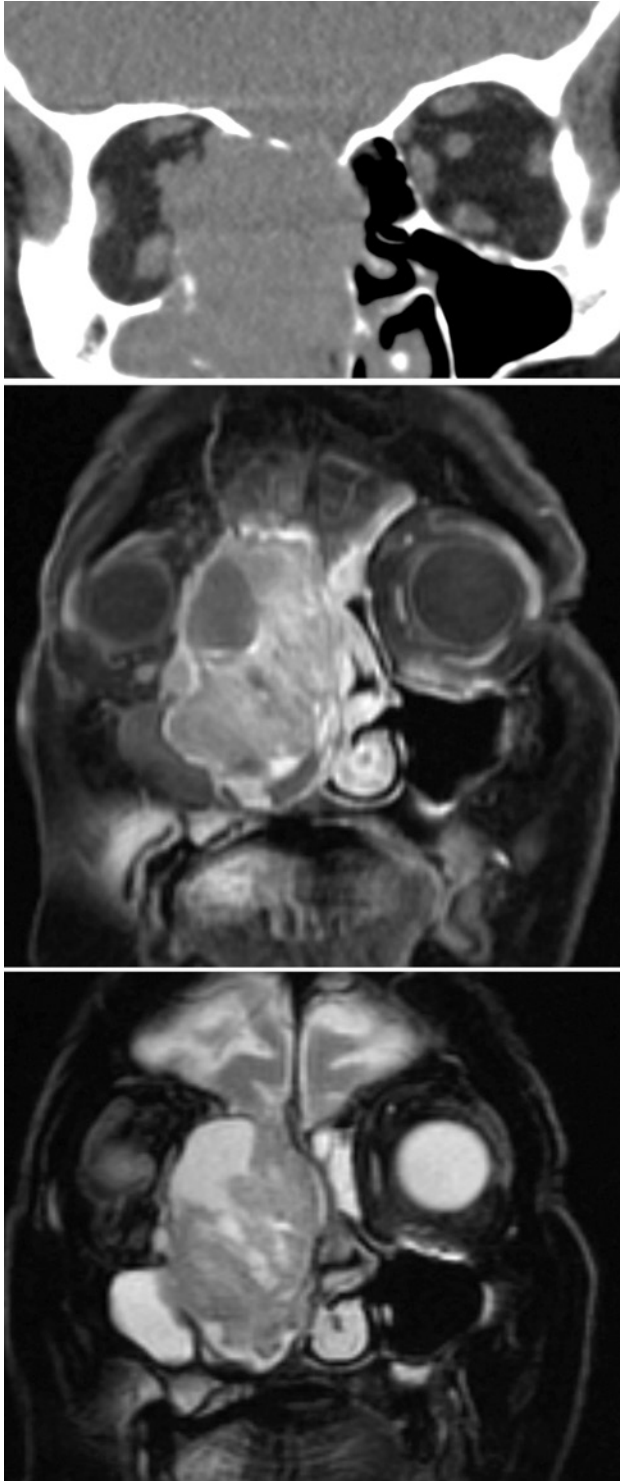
Melanoma nasoetmoidal derecho con invasión orbitaria e intracraneal. Cortes coronales arriba en TC, en el centro RM en secuencia T1, y abajo RM en secuencia T2.
